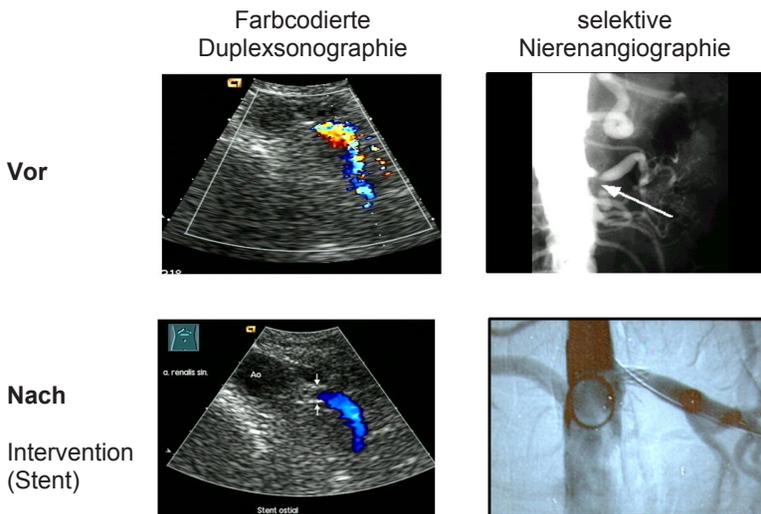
Eine abgangsnahen Nierenarterienstenose links mit Strömungsbeschleunigungen und Turbulenzen, die im Duplex als hellblaue und hellgelbe Farbtöne (Aliasing-Phänomen) erkennbar sind. In der selektiven Nierenangiografie lässt sich diese Stenose bestätigen. Nach Ballondilatation und Stent-Anlage ist ein homogener Fluss ohne Aliasing duplexsonografisch zu beobachten.
